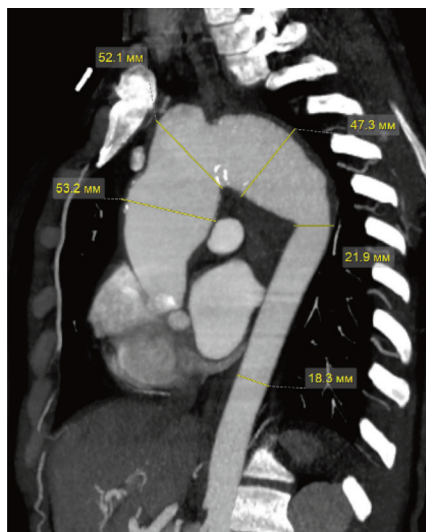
Аневризматическое расширение восходящего отдела и дуги грудной аорты (данные компьютерно-томографической ангиографии)
